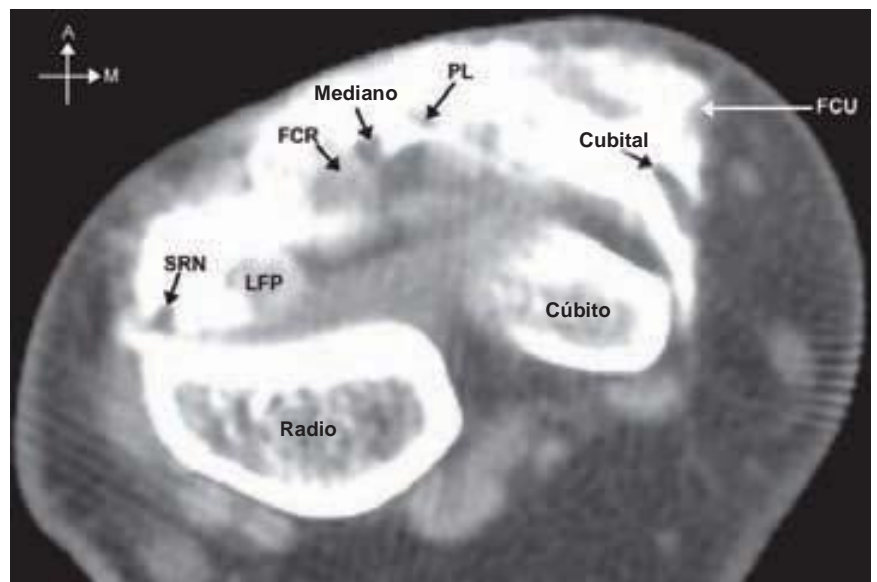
Anatomía transversal de la muñeca como se observa en una resonancia magnética (MRI) justamente arriba del túnel carpiano. A = anterior, FCR = flexor radial del carpo (palmar mayor), FCU = tendón del flexor cubital del carpo (cubital anterior), FPL = tendón del flexor palmar largo (palmar menor), M = medial, PL = tendón del palmar largo (palmar menor), SRN = nervio radial superficial.
